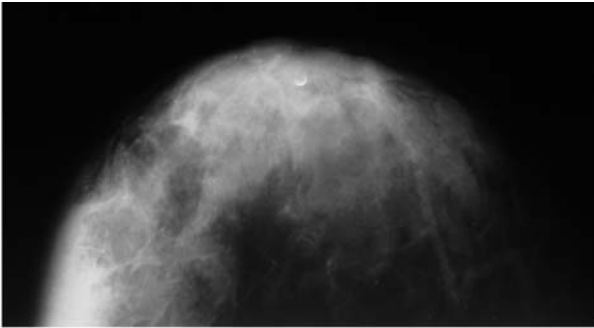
Рентгенограмма лимфомы правой грудной железы пациентки П., 1973 г.р.
